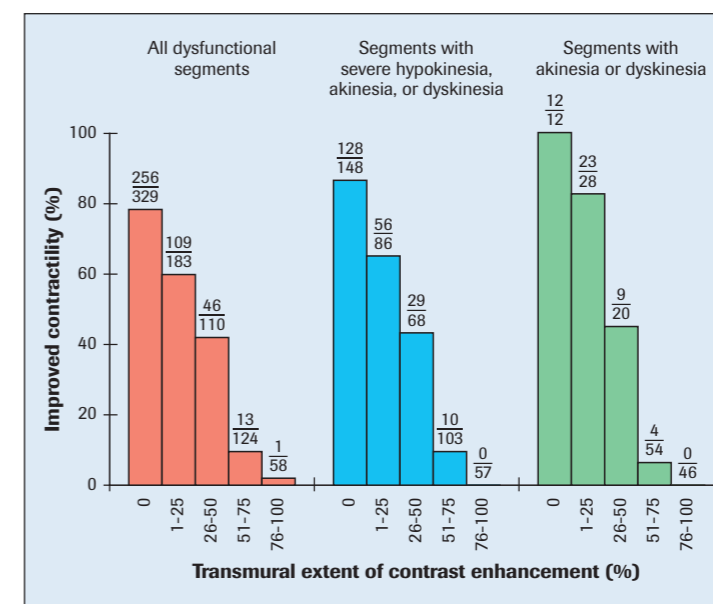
Relazione tra l'estensione trasmurale dell'hyperenhancement prima della rivascolarizzazione e aumento della contrattilità dopo la stessa. Da Kim RJ, et al. The use of contrast-enhancement magnetic resonance imaging to identify reversible myocardial dysfunction. New Engl J Med 2000; 343: 1445-1453.
